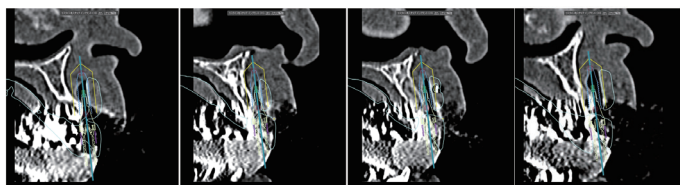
術前CT画像。理想的埋入位置に既存骨はほとんど存在しない。
